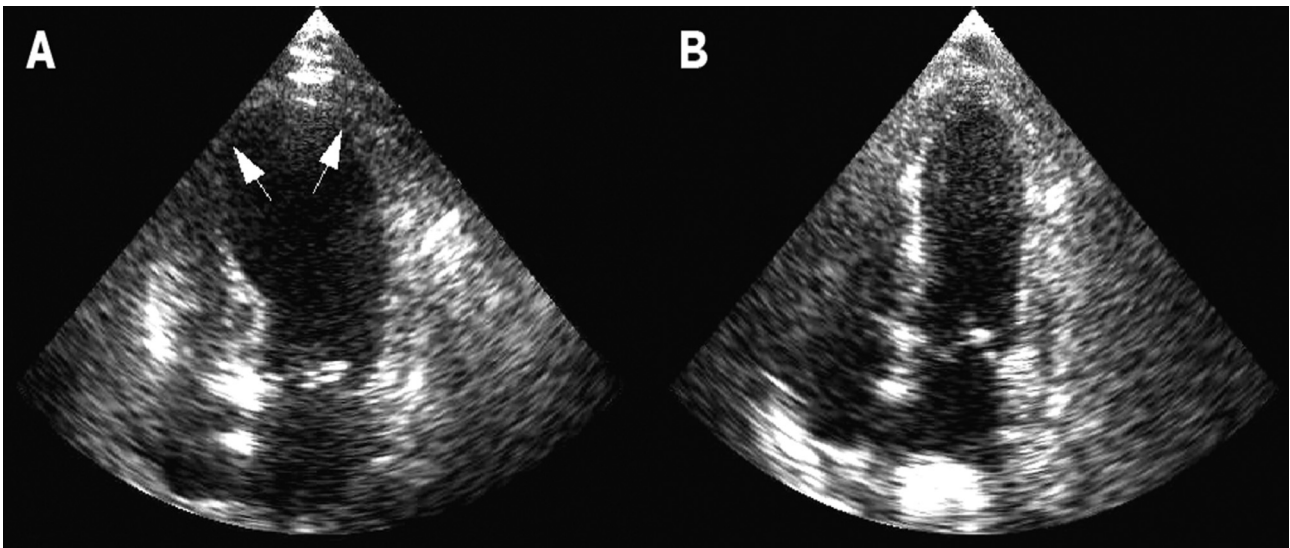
e 2B. - Ecocardiogramma eseguito al ricovero (A); ecocardiogramma a sei giorni (B).
